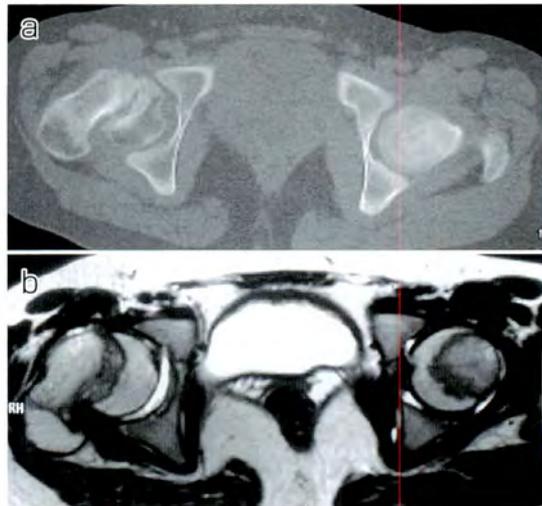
術前の CT 像(a)と MRI 像(b)
